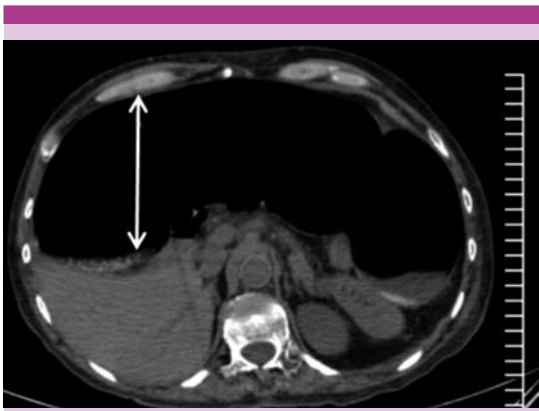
Tomografía axial computada de abdomen que muestra distensión del colon transverso con diámetro aproximado de 10 cm.
